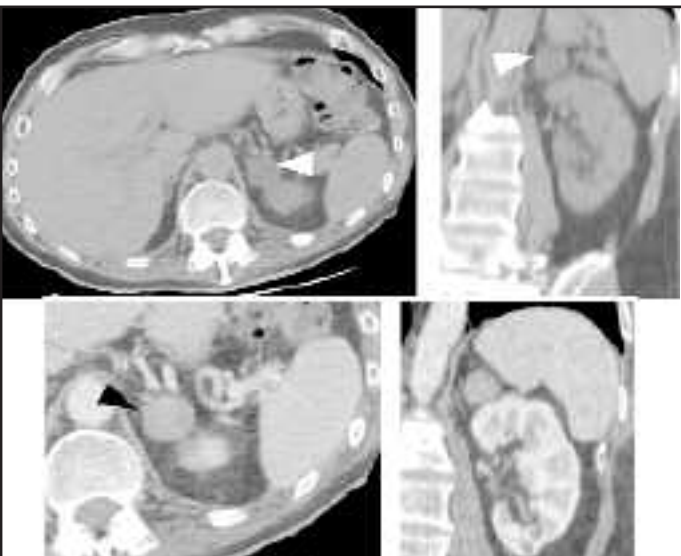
a : Adénome de Conn ; TDM
